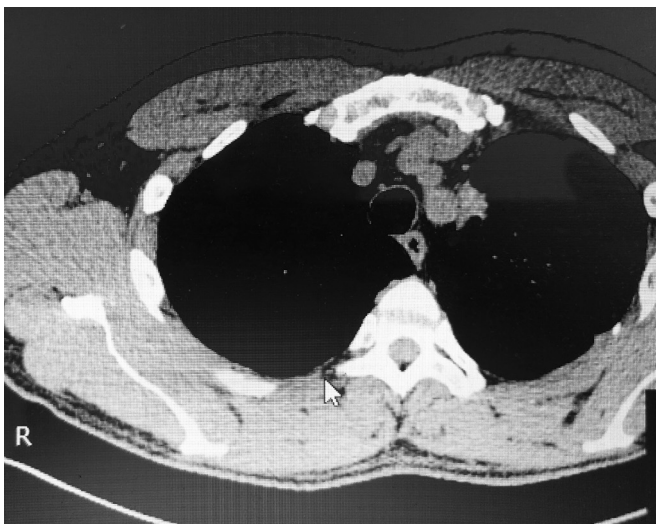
Компьютерная томография органов грудной клетки после 1 курса химиотерапии
